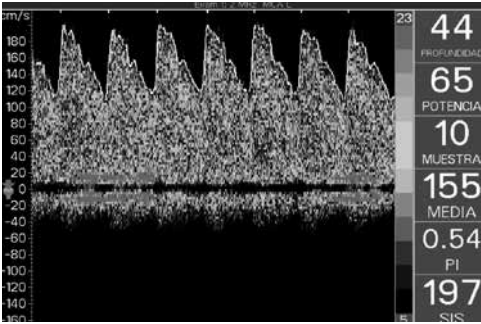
Doppler cerebral media del paciente.
